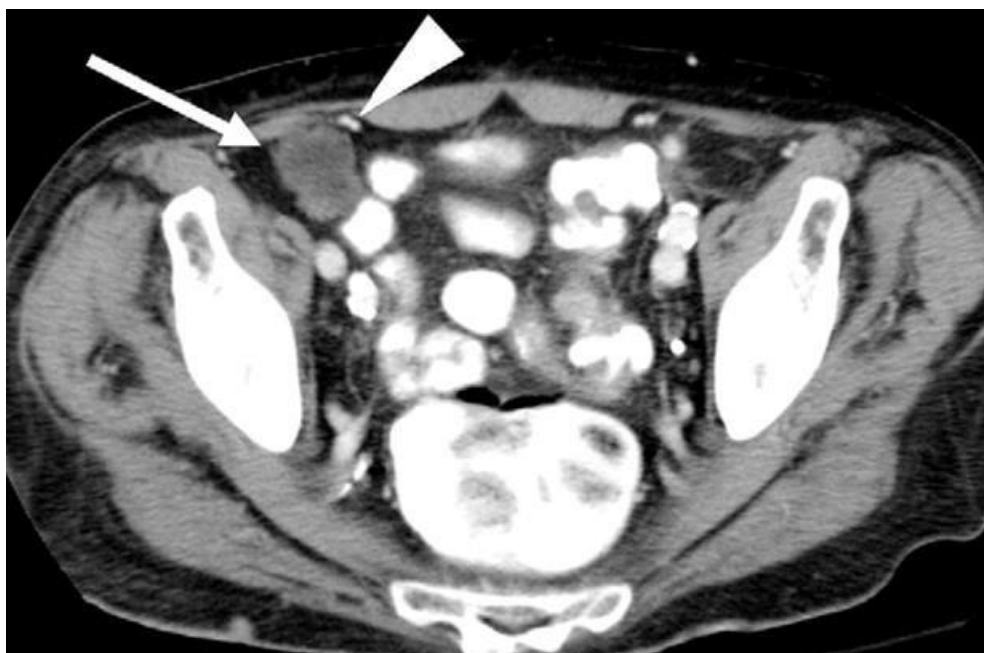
Результати КТ дослідження. Правобічна рецидивна пахвинна грижа. Гризовий мішок формується по периферії сітки
